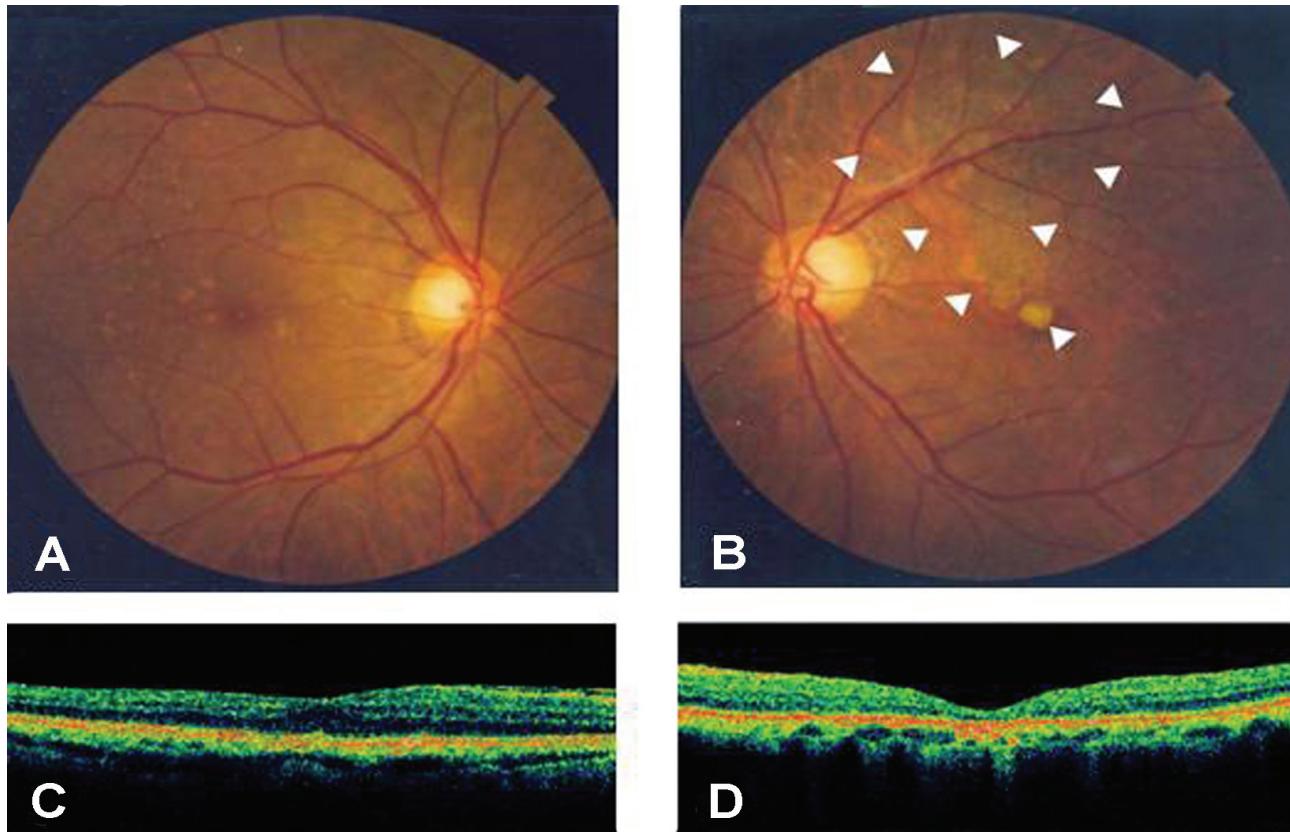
Postoperative fundus photographs of the right eye (A) and left eye (B), and optical coherence tomography by line scanning on the macula of the right eye (C) and left eye (D) after 6 months. (A) Subretinal exudates on the macula were seen. (B) The foveal atrophic change was significant and retinal pigment epithelial thickening was noted on the macula. (C) The normal macula was observed. (D) The photoreceptor layer was lost, and retinal pigment epithelial thickening was noted on the macula.
